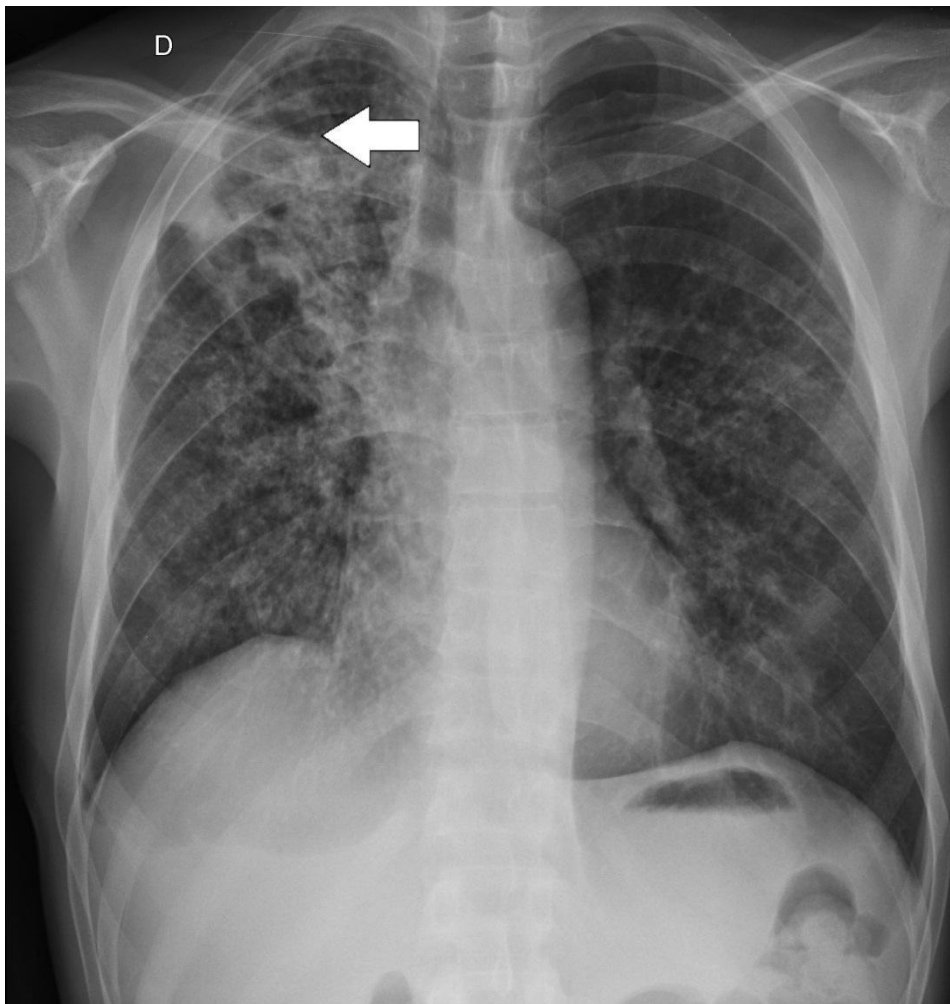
Radiografia de tórax em PA. Opacidades nodulares mal definidas bilateralmente, observando-se área consolidativa com escavação central, relacionadas à tuberculose pulmonar ativa.
